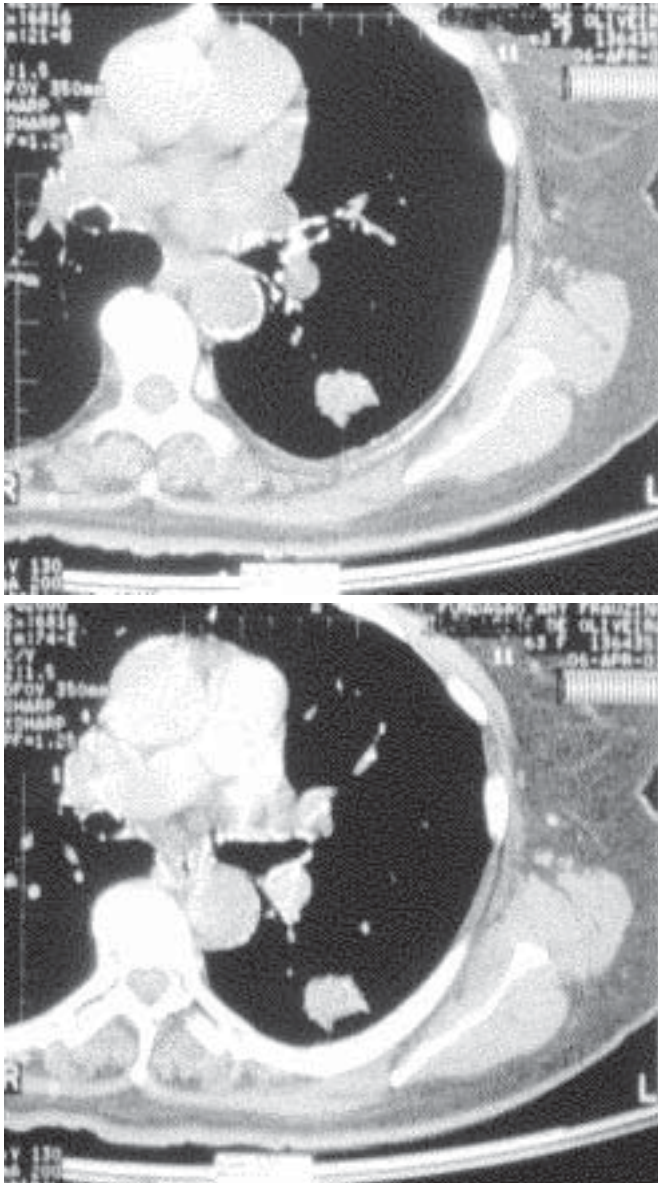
Imagem de TC, obtida no plano axial com 2mm de colimação, de nódulo pulmonar não calcificado (a), exibindo realce significativo após o contraste venoso, superior a 15UH (b). O exame histológico da peça cirúrgica mostrou tratar-se de adenocarcinoma.
